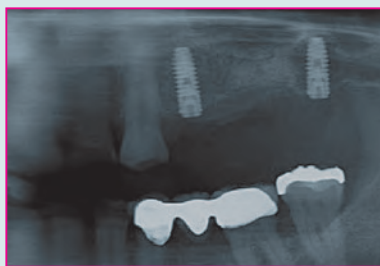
Abschlussröntgenbild nach Implantatinsertion in regio 25, 27 und Ridge Preservation in regio 26.
